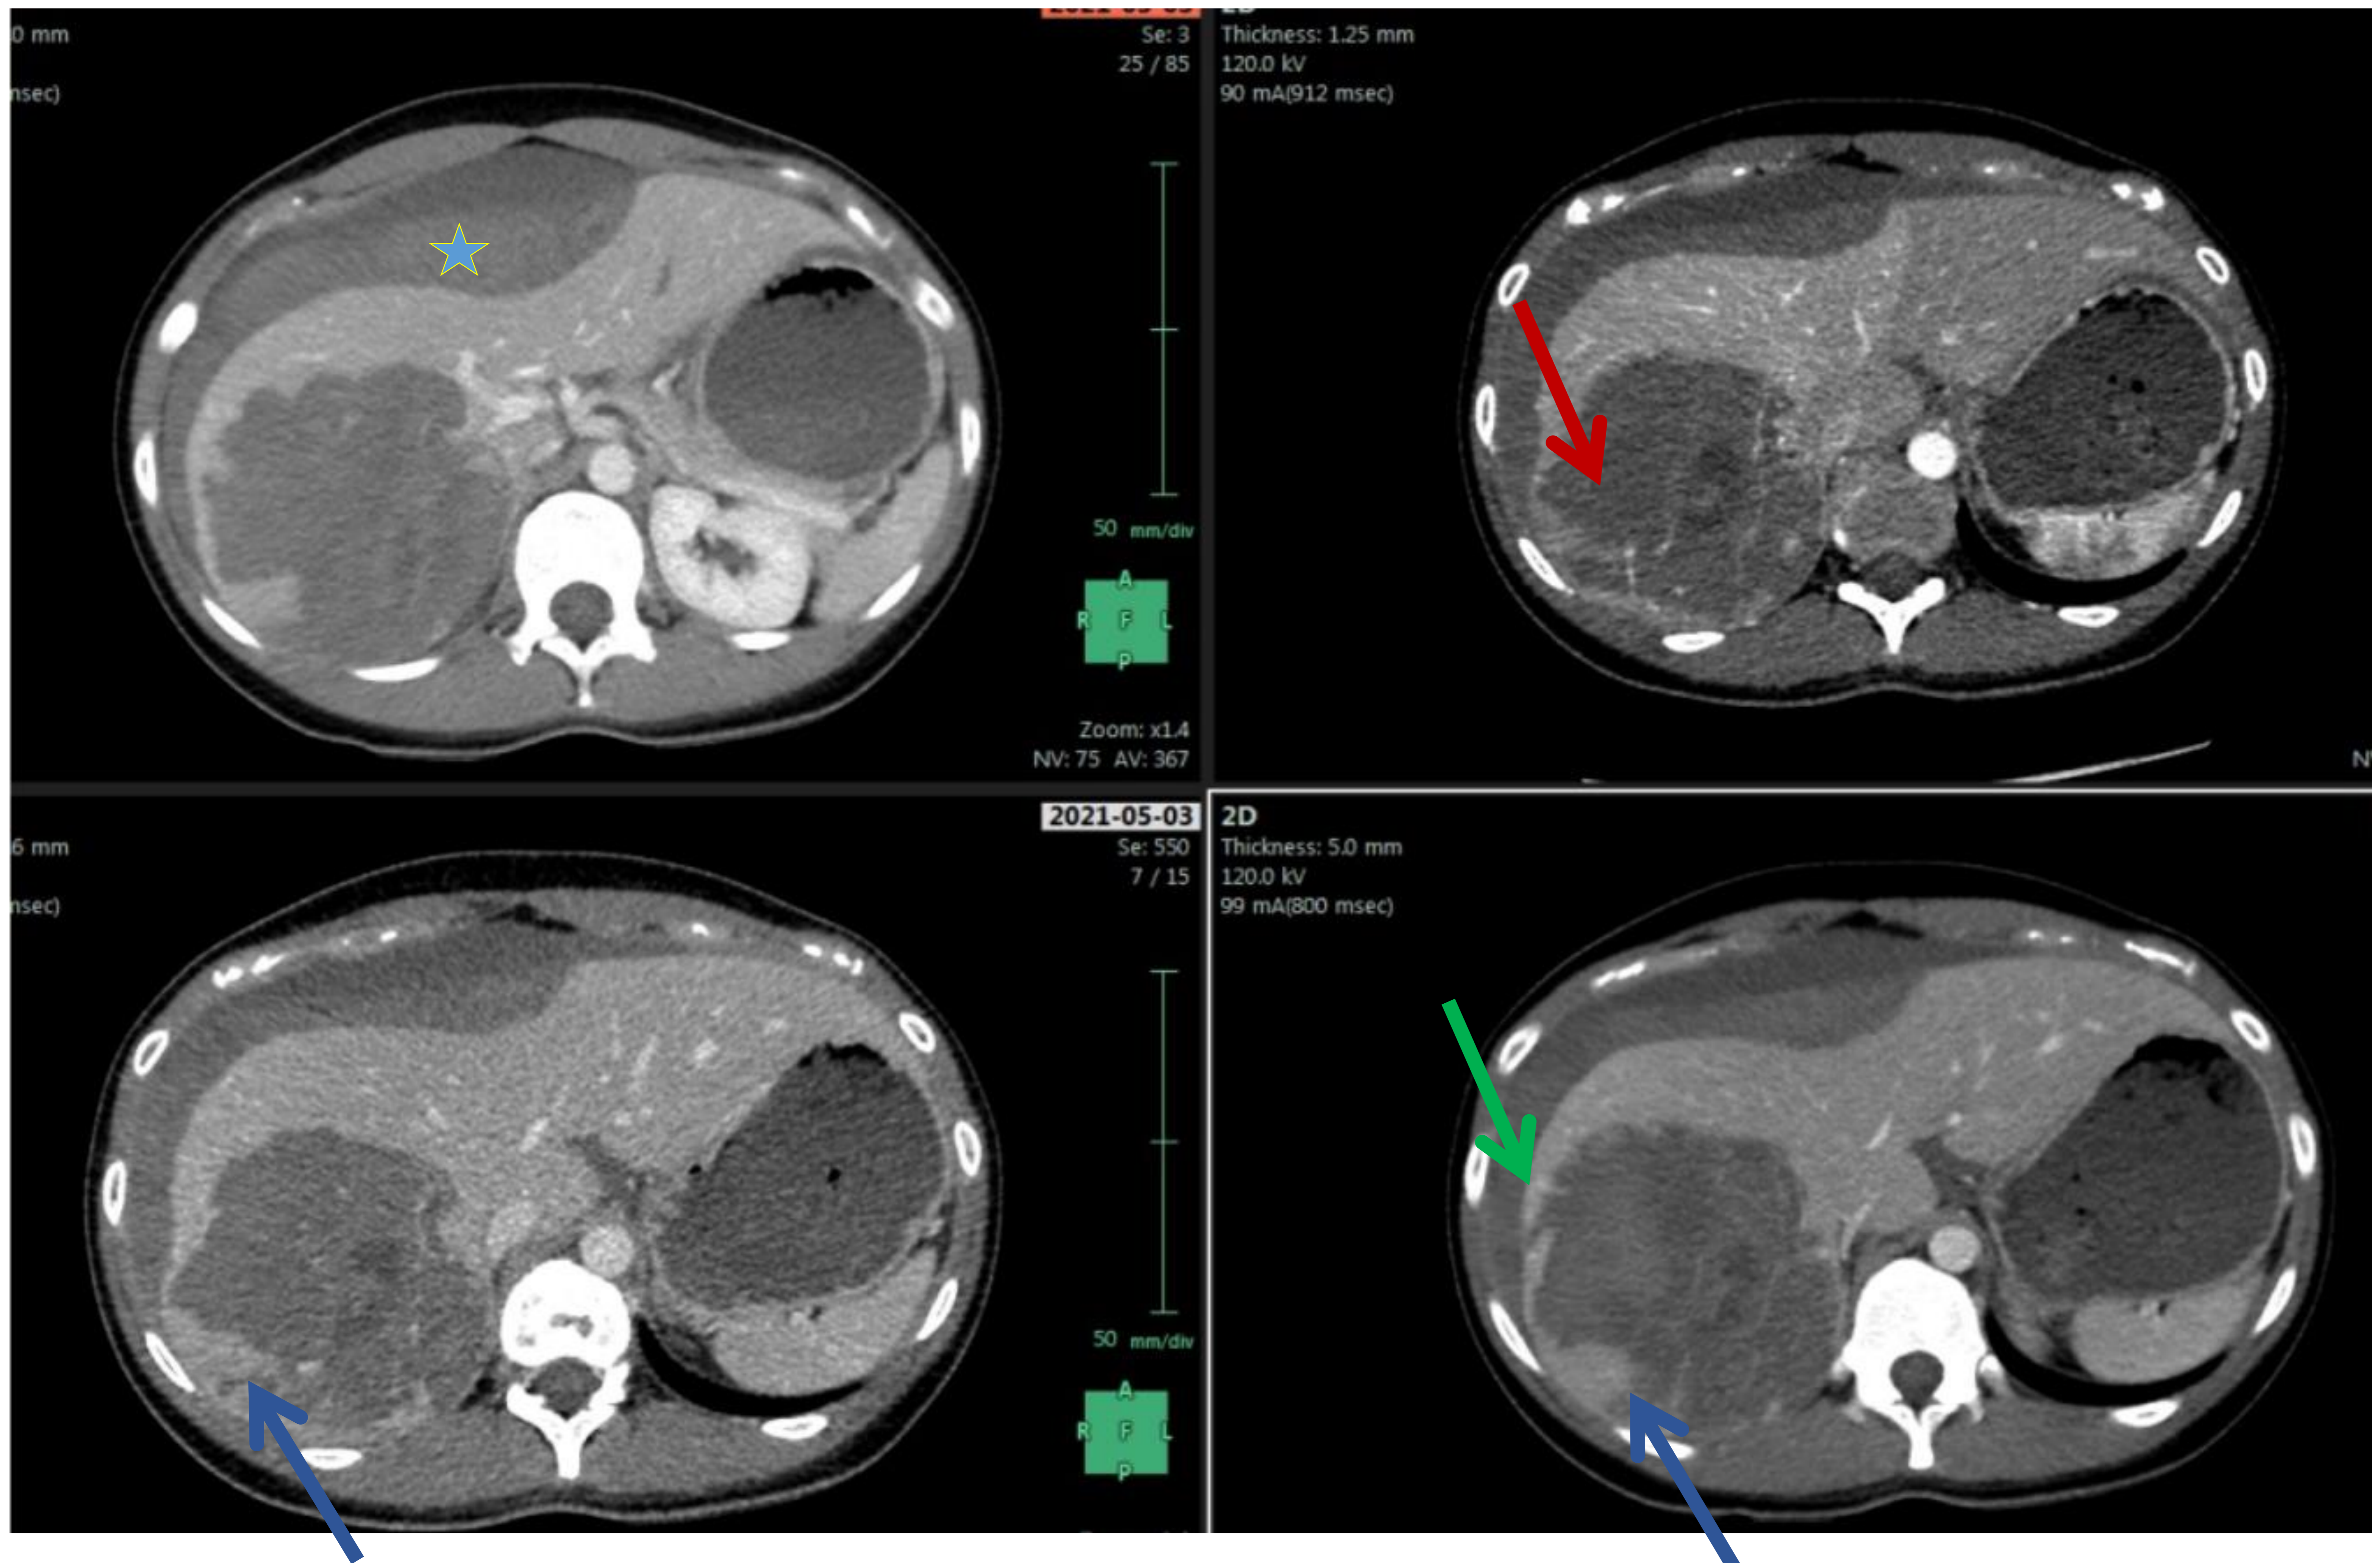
Estudio de Angio-TC donde se observa una gran lesión focal hepática en lóbulo derecho, que en fase arterial presenta focos de extravasación intralesionales (flecha roja) que aumentan en fase venosa (flechas azules). La lesión asocia hemoperitoneo (estrella) y se aprecia un foco de solución de continuidad en la cápsula hepática en relación con rotura de la misma (flecha verde).
